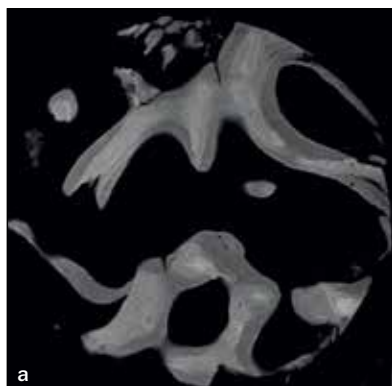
Immagine rappresentativa di un campione biotipico che mostra che microradiografie delle sezioni eseguite ai livelli (a) 6, (b) 8 e (c) 10 mm.
